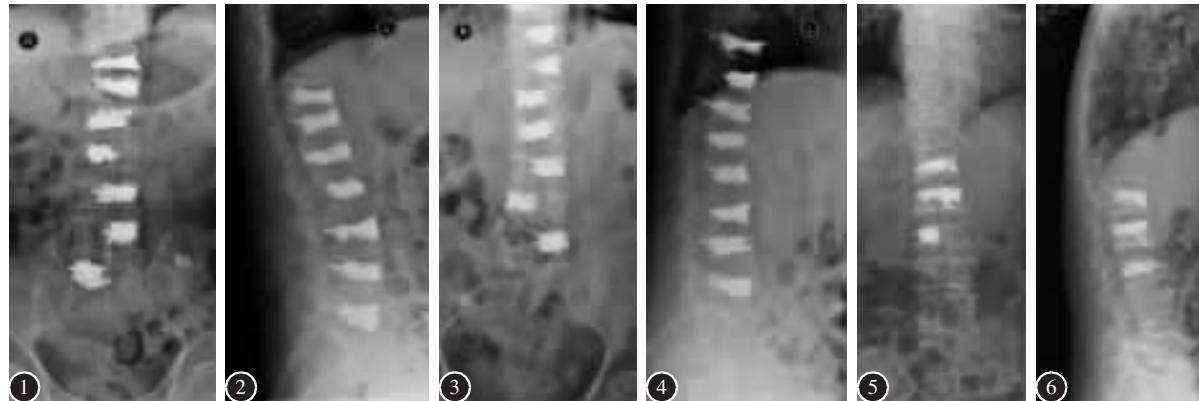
2 患者1术后复查正侧位X线片未见骨水泥渗漏 图3、4 患者2术后复查正侧位X线片可见T10、T12两处针道骨水泥渗漏
